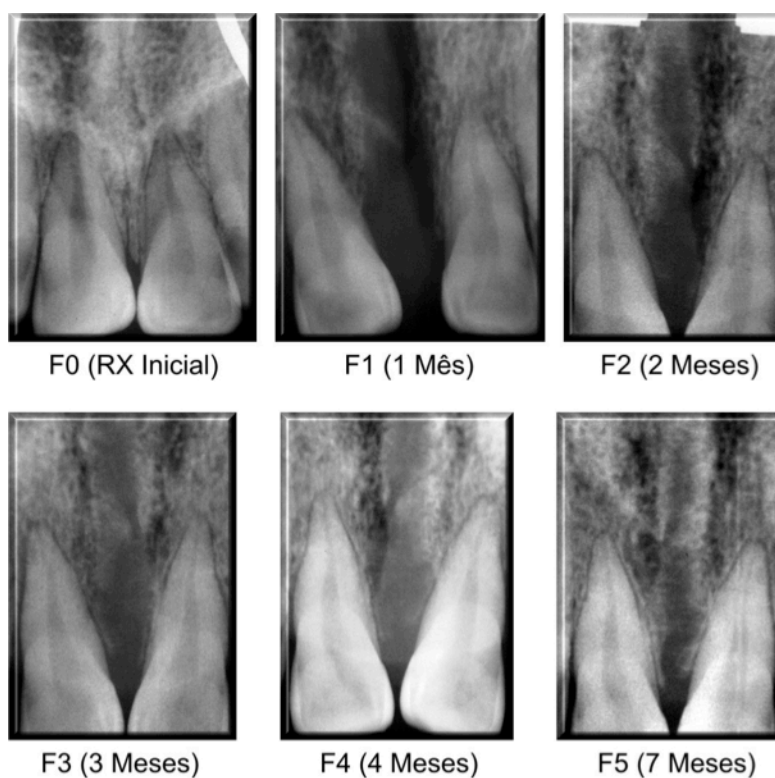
Radiografias digitais SPM anterior do paciente cinco, nos tempos medidos no pré-operatório (F0), um mês pós-operatório (F1), dois meses (F2), três meses (F3), quatro meses (F4) e sete meses (F5) do grupo *laser*.
